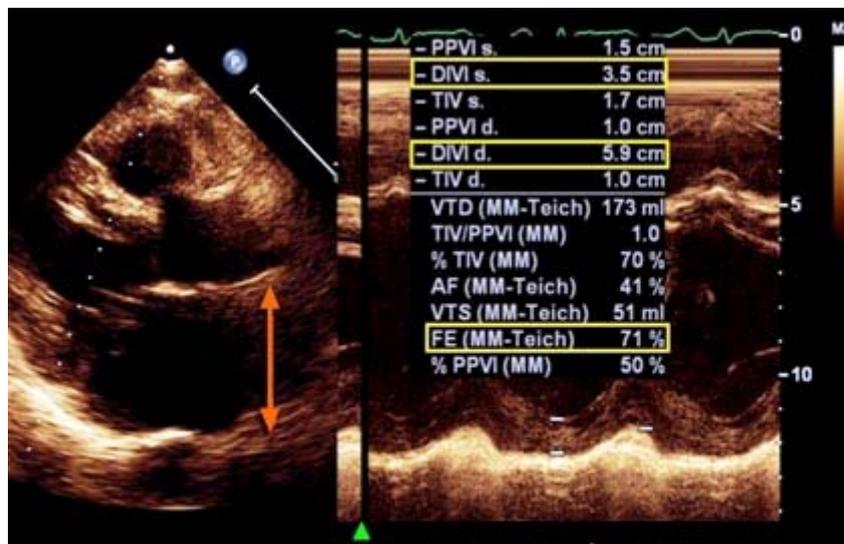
Ecocardiograma transtorácico (modo bidimensional/modo M) donde se observa AI y VI dilatados con FEVI conservada y DTSVI 35 mm.
